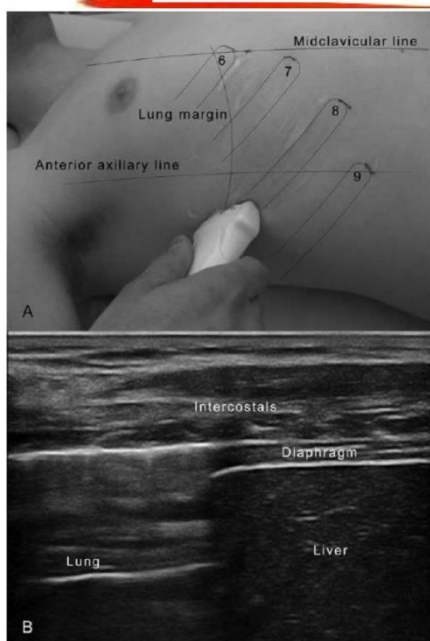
(A) The ultrasonographic probe oriented along the eighth intercostal space. (B) The center of the probe directly overlies the maximum reach of the lung during quiet inspiration. Note that the position of the medial recess of the eighth ICS is clearly lateral to the mid-clavicular line. Approximate position of the lung margin projection on the chest wall is also shown in A.
